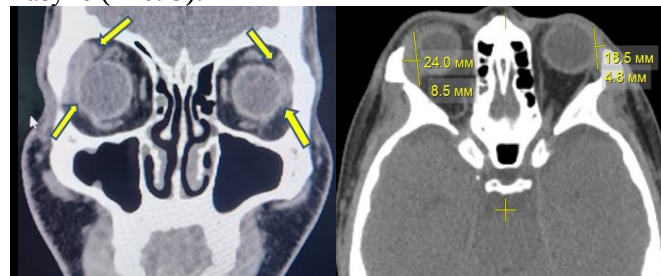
КТ глазниц, асимметрия размеров правой и левой слезных желез, размеры правой слезной железы в 1,5 раза больше размеров левой слезной железы.
